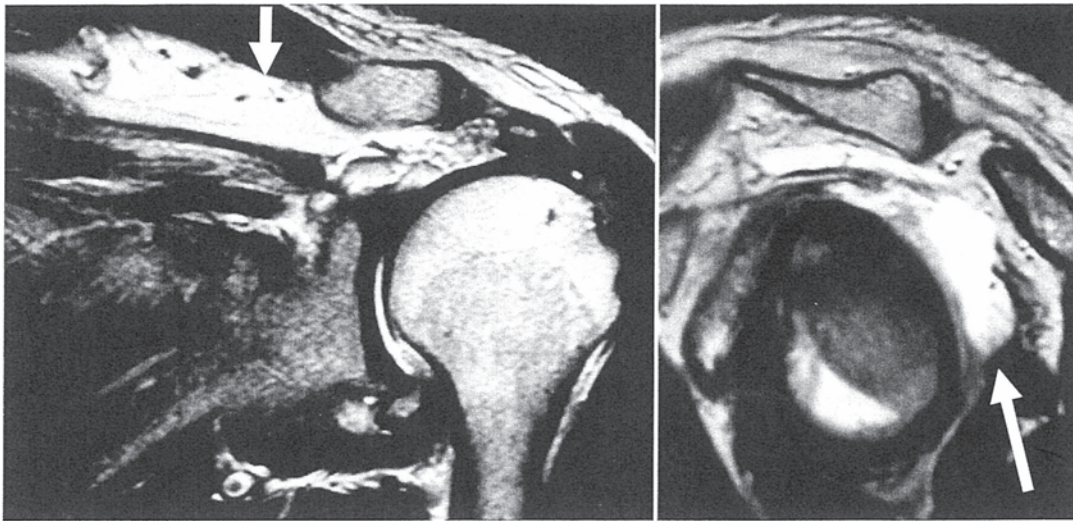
成績不良例の術前 MRI T2 強調画像. 腱板断端の高度脂肪変性 (Goutallier 分類 stage 4) を認める (矢印).
